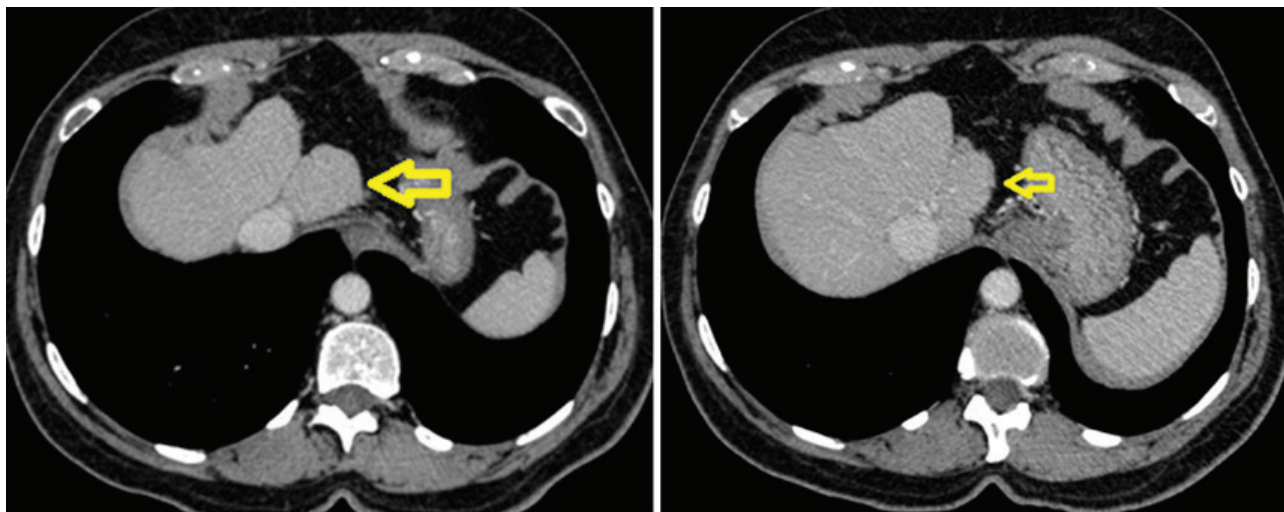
Tomografia computadorizada corte coronal. Foi realizada tomografia de tórax com achado adicional de hipoplasia do lobo hepático esquerdo (seta).
